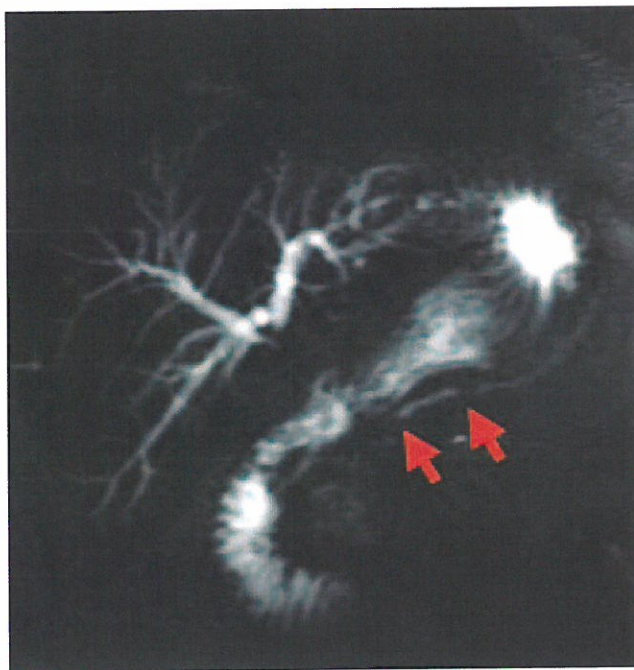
Cholangio-IRM (même image que figure 1 a) : sténoses irrégulières du canal de Wirsung (flèche).
